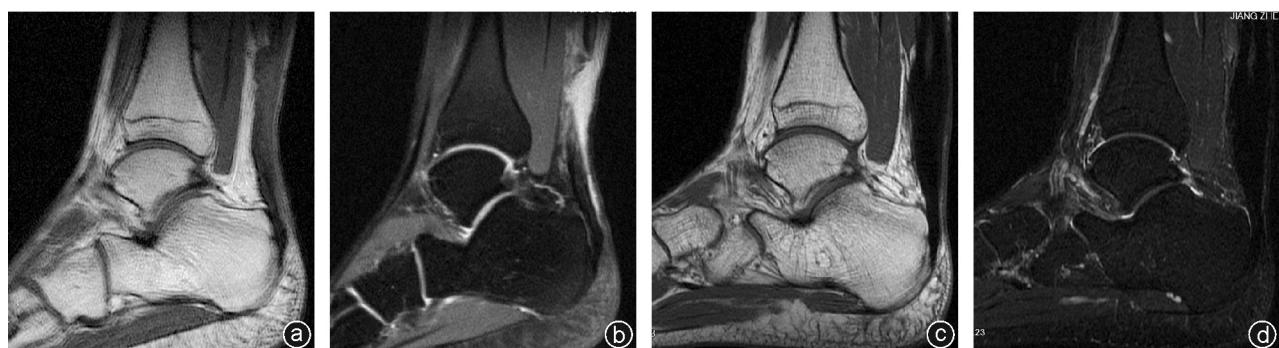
病人,男,23岁,塑型卵圆钳经皮缝合术治疗闭合性跟腱断裂 术前MRI提示左侧跟腱断裂(a,b);塑型卵圆钳经皮缝合术后12个月MRI随访提示跟腱修复良好,局部增生表现,未见囊性变(c,d)
